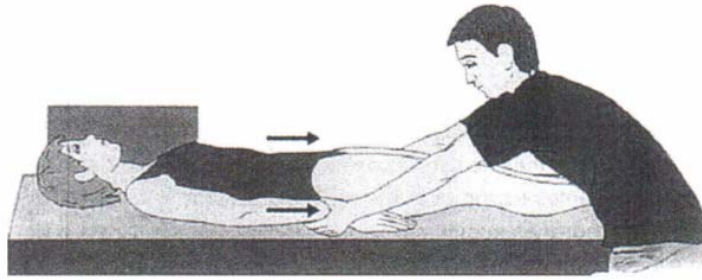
Aplicação de tração nos membros superiores para auxiliar na visualização da parte baixa da coluna cervical durante a realização de radiografias convencionais.
